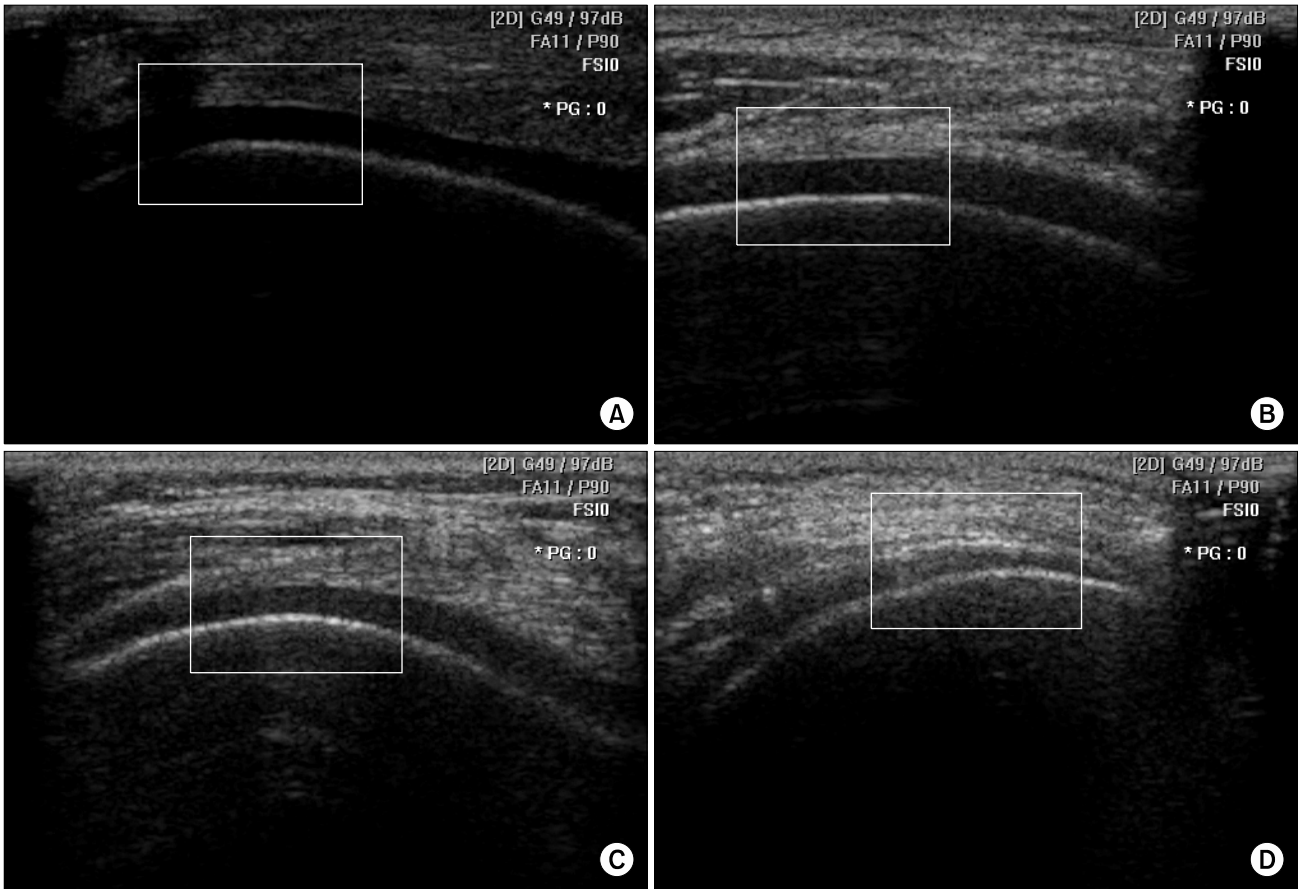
Ultrasonographic grade of cartilage sharpness. (A) Grade 0: maximally sharp, clearly demarcated, (B) Grade 1: slight blurring of the cartilage-synovial interface, (C) Grade 2: blurring of the cartilage-synovial and the cartilage-bone interface, (D) Grade 3: completely obscured or marked blurring.
